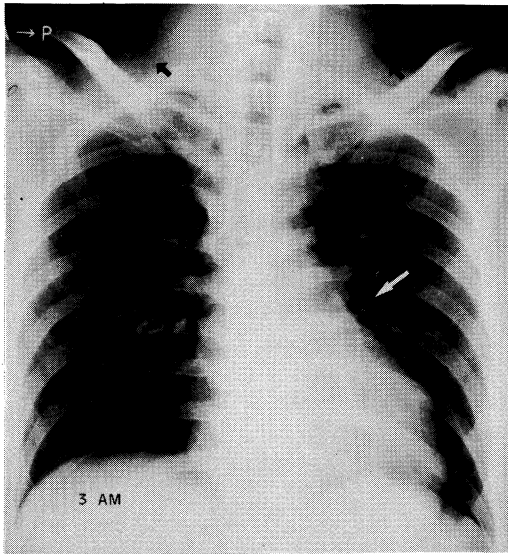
Chest X-ray. 3rd day before OHP.
